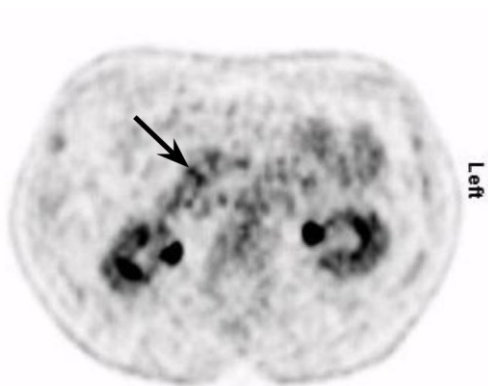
^{18}F -FDG PET Frühaufnahme mit TOF
